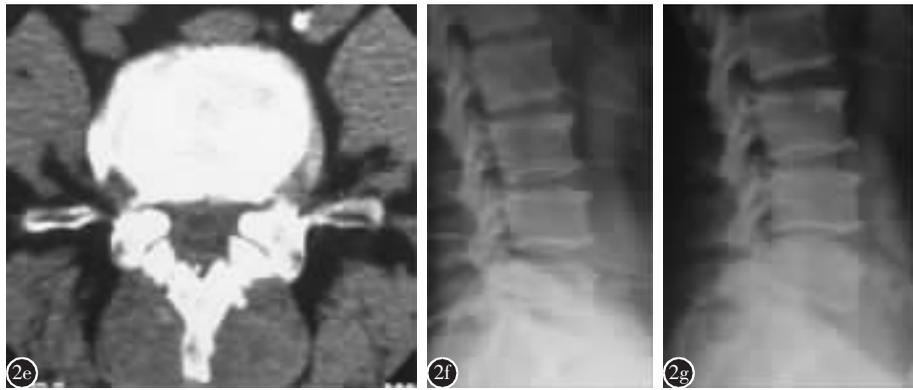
患者男,50 岁,L4/5 椎管狭窄并中央型椎间盘突出,行全椎板截骨原位回植(LLISR)手术 a,b 术前过伸、过屈位 X 线片示 L4/5 椎间隙无明显失稳 c 术前 MRI 示 L4/5 椎管狭窄、中央型椎间盘突出 d 术前 CT 示 L4/5 椎管狭窄、中央型椎间盘突出 e 术后 3
